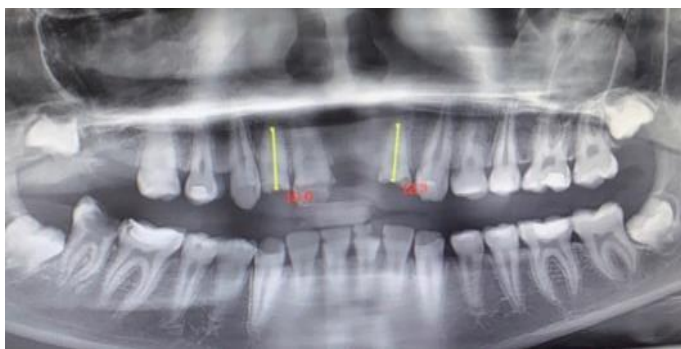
Panoramic radiographic image.
